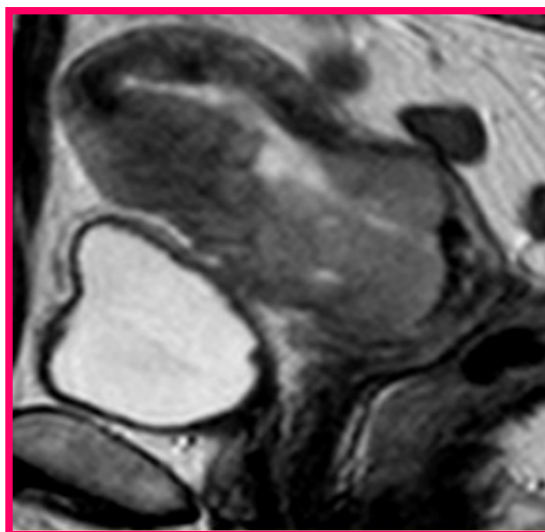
IRM coupe axiale T2 : Lésion cervicale envahissant massivement le col utérin, les paramètres, la paroi pelvienne à gauche ainsi que la vessie avec un bourgeon tumoral faisant saillie dans la lumière vésicale à gauche.
